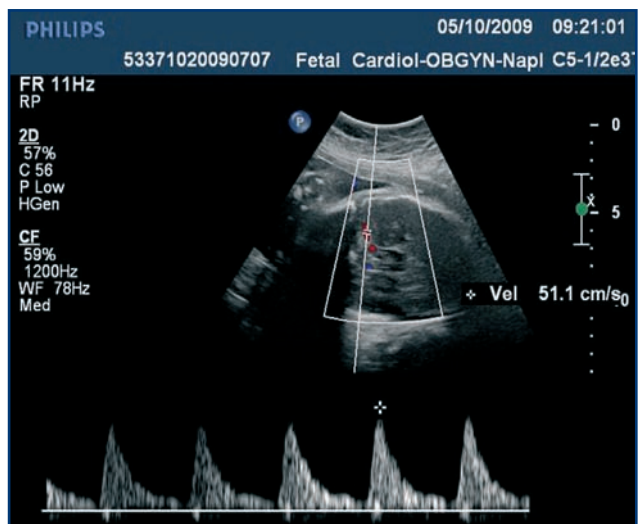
Velocimetria Doppler in arteria cerebrale media.
